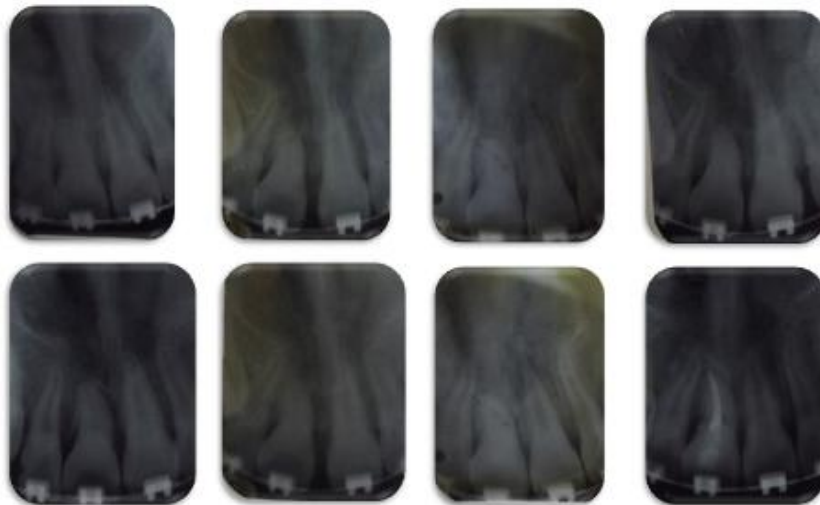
Control radiográfico periapical, última radiografía con tratamiento de conductos.
